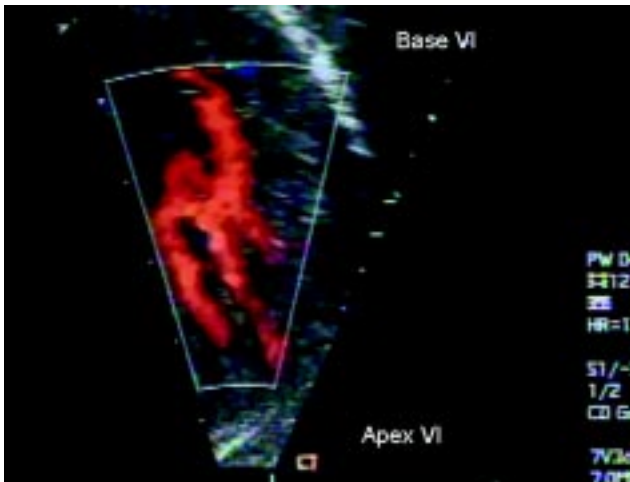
Ecocardiograma con Doppler color en la vista apical de 4 cámaras, mostrando flujo desde la cavidad ventricular izquierda hacia y dentro de los espacios intertrabeculares profundos.
